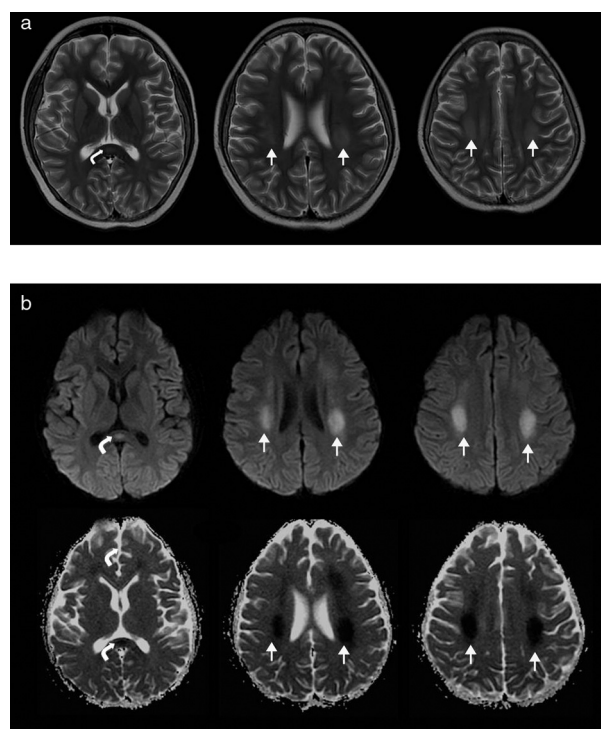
(a) Secuencia axial en ponderación T2: se identifican dos imágenes hiperintensas ubicadas en la sustancia blanca correspondiente a las coronas *radiatas* y los centros semiovais (flechas rectas) y una tercera imagen ubicada en el rodete del cuerpo calloso (flecha curva). (b) Secuencias de difusión (b1000) y coeficiente de difusión aparente: las lesiones hiperintensas en ponderación T2 restringen en la difusión, siendo hiperintensas en DWI (b1000) e hipointensas en ADC (flechas rectas y curvas).
